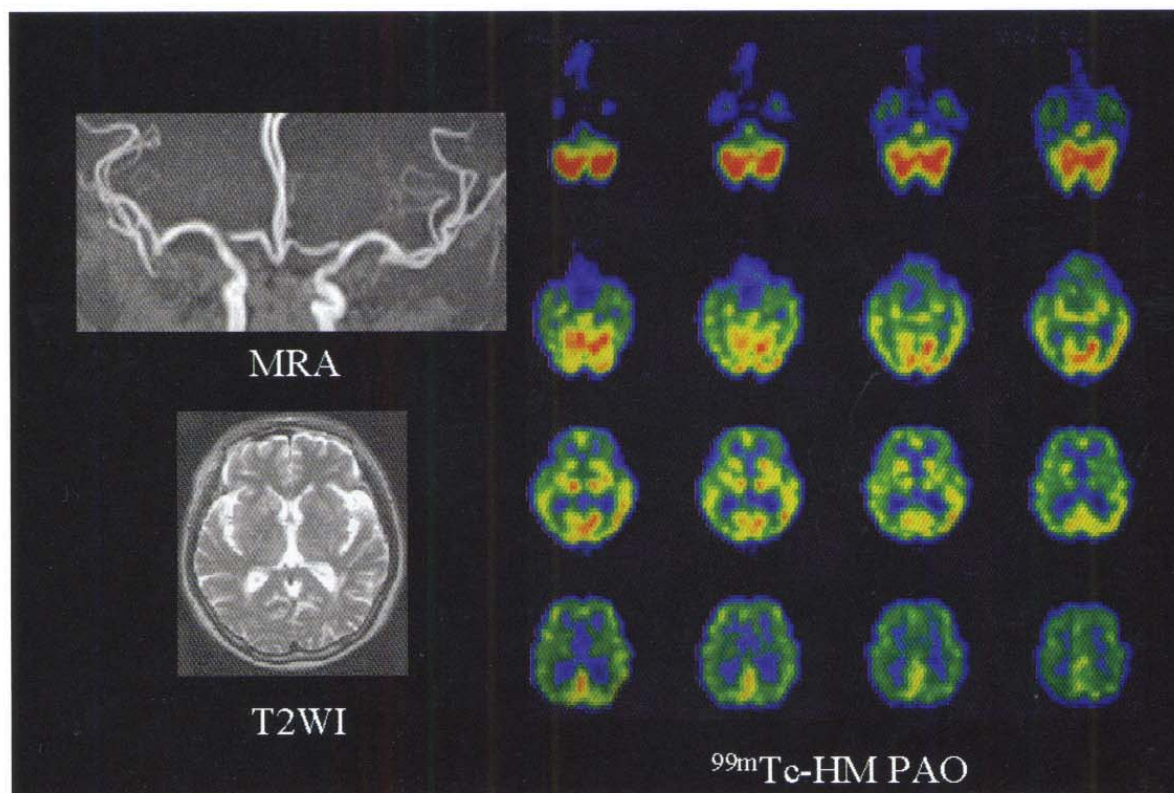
同症例の発症1週間目の脳血流SPECTおよびMR T₂強調画像 (T₂WI)、MR angiography (MRA)。
